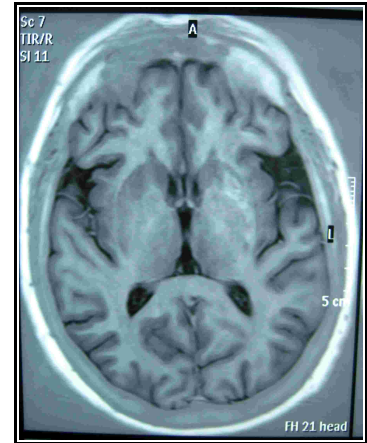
RM encefálica control (2° mes). Hiperseñal en núcleo putamen izquierdo, dibujando el mismo, en secuencia ponderada en T1. Similar a imagen previa
